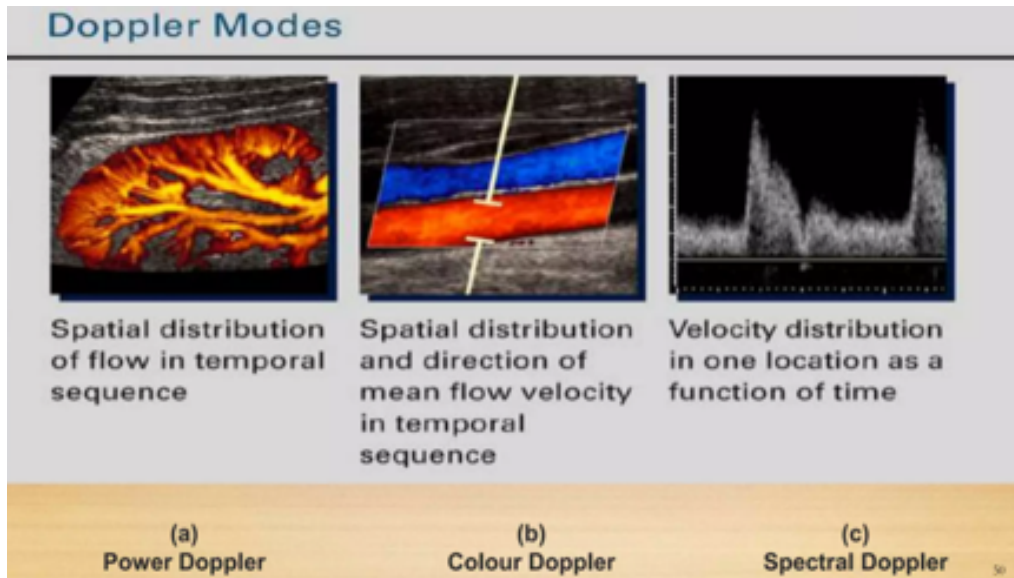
Le diverse modalità Doppler.
